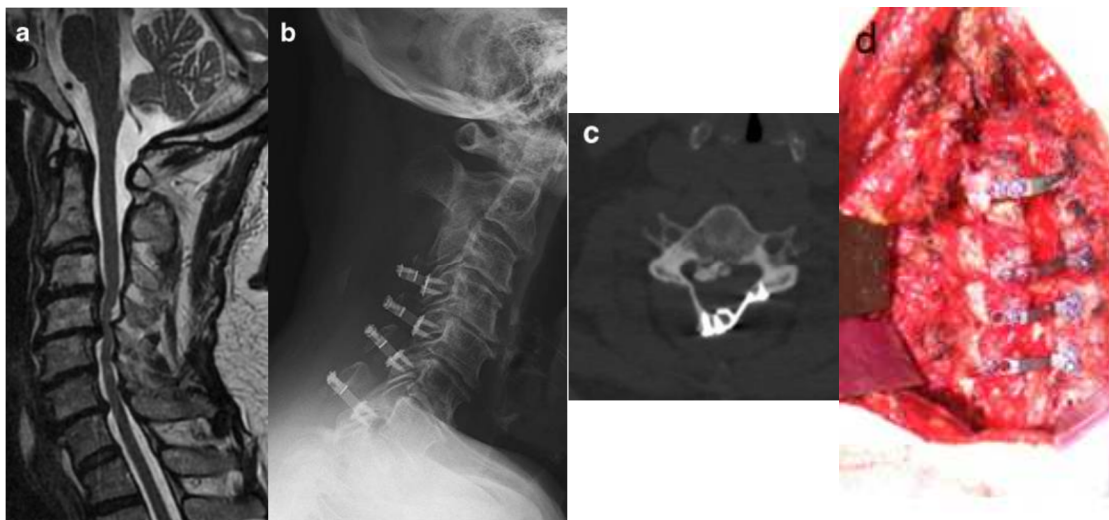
Laminoplastia multinivel. (A) RM cervical sagital ponderada en T2 donde se aprecia una espondilosis multinivel con compresión a nivel posterior. (B) Rx postoperatoria cervical lateral después de la realización de una laminoplastia de puerta abierta. (C) TC posoperatoria de plano axial cervical después de la laminoplastia de puerta abierta. (D) Imagen intraoperatoria de la laminoplastia donde podemos ver las láminas abiertas con la colocación de placas de laminoplastia. (65)
